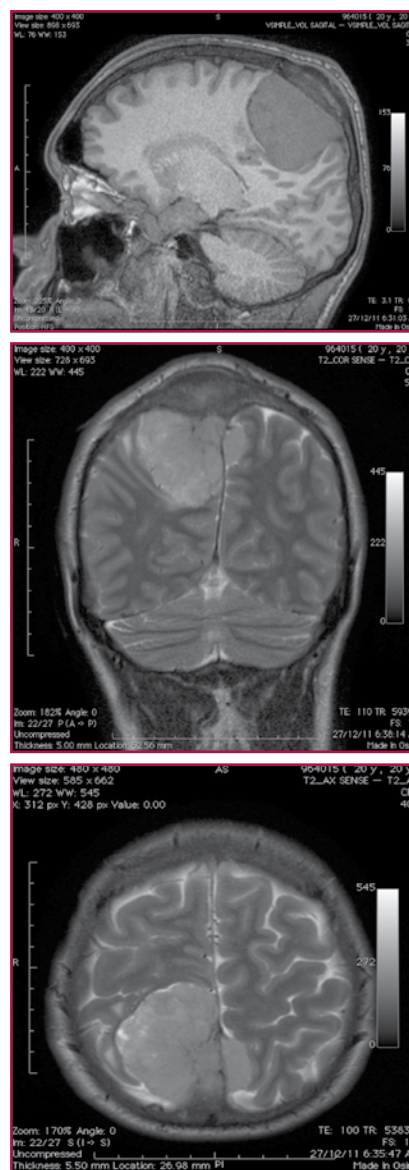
Estudio de resonancia magnética nuclear. Corte axial en T2 (Superior), corte coronal en T2 (Medio), corte sagital en T1 (inferior). Se observa lesión interhemisférica hacia la derecha de 52 mm x 42 mm x 60mm, con base de implantación amplia en la hoz y la dura madre de la convexidad parietal, de bordes lobulados, bien definidos, con infiltración del tercio medio del seno sagital superior, y del hueso parietal con hiperostosis del mismo. Lesión produce efecto de masa con compresión del lobulillo paracentral derecho e izquierdo y del lóbulo frontal interno del lado derecho. Presencia de edema perilesional de la sustancia blanca fronto-parietal derecha.
